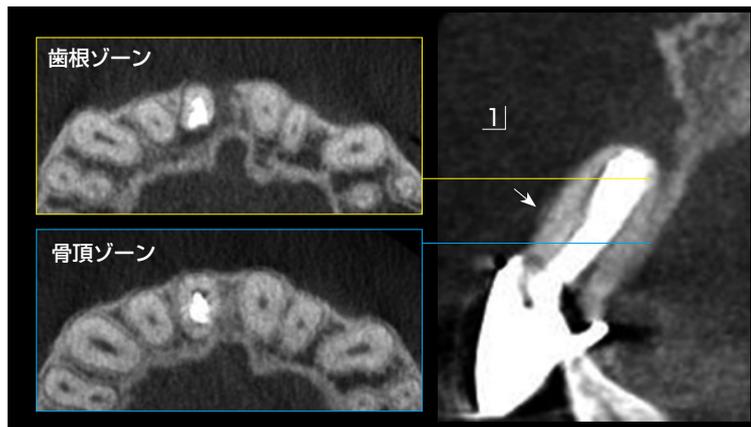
術前のCT所見。根尖部に大きな根尖病変が形成されていた。残存する唇側束状骨 (Bundle bone) は非常に薄く (矢印)、抜歯すると唇側歯槽骨はほぼ喪失するため、治療が複雑化、長期化することが予測できた。ミニマル리즘に基づいた治療方針として、Root membrane techniqueを適用し抜歯即時埋入、即時荷重での治療を計画した。また、根尖部の大きな根尖病変であるが、抜歯窩からのみのアプローチでは完全に搔爬することが困難である。またインプラントの初期安定を得るための骨がインプラント先端部の一部にしか存在しない。搔爬とドリリングをより確実にを行うために侵襲の少ないSemilunar flap⁷⁾を併用する計画とした。
